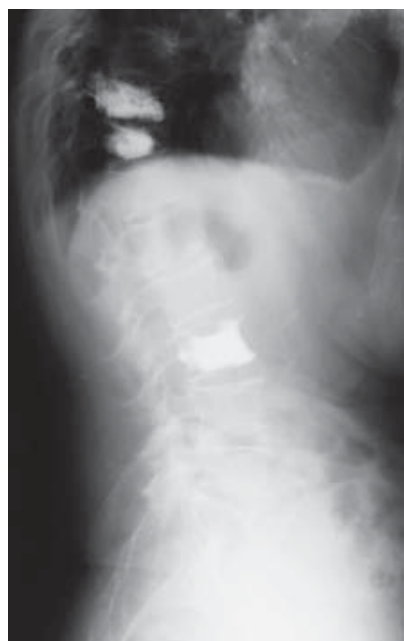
Example of lateral x-ray of a patient after 3 procedures of vertebroplasty
